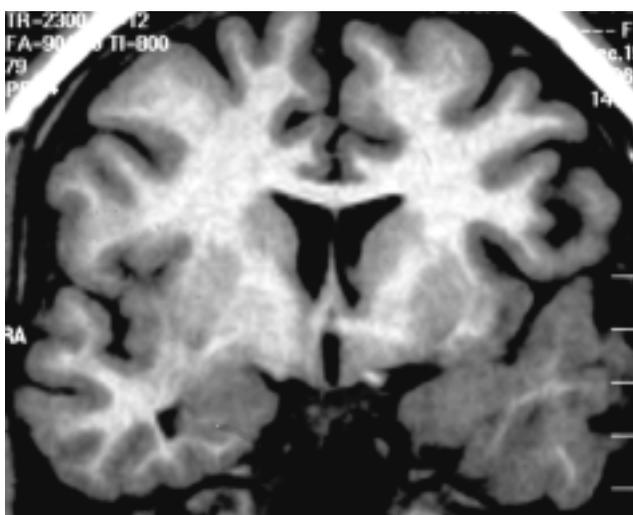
IRM de cráneo, corte coronal, secuencia IR T1: aspecto dismórfico de la región polar anterior temporal izquierda, encontrándose una corteza engrosada y agírica con adelgazamiento de la sustancia blanca y desaparición de las fibras subcorticales en U.
